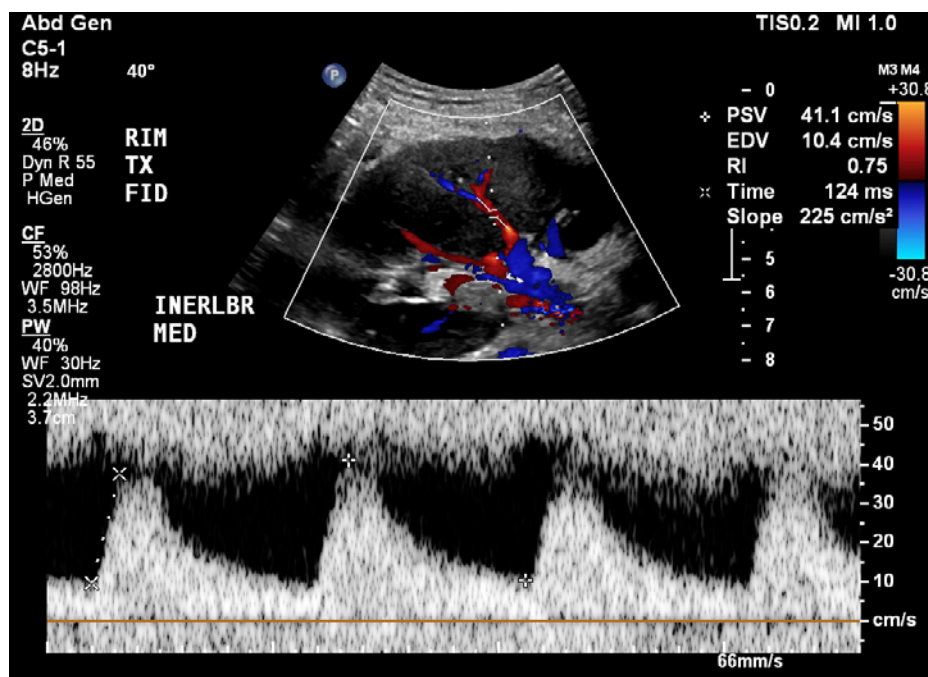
Doppler espectral de artéria intrarrenal (artéria arqueada)
